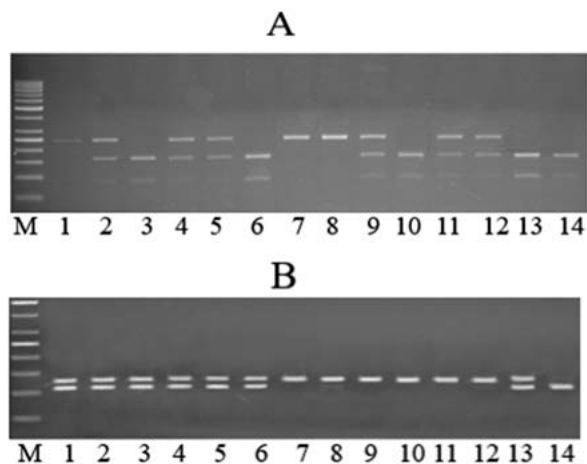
Електрофореграма розподілу рестрикційних фрагментів досліджуваних генів. М – DNAladder. Гель А – варіант T1277C за геном CFH: 1, 7, 8 – генотип 1277TT; 2, 4, 5, 9, 11, 12 – генотип 1277TC; 3, 6, 10, 13, 14 – генотип 1277CC. Гель В – варіант C509T за геном TGFB1: 1-6, 13 – генотип 509CT; 7-12 – генотип 509CC; 14 – 509 генотип TT.
